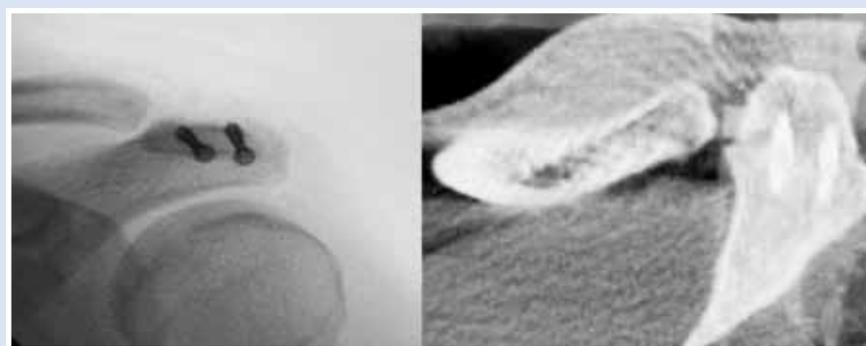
Послеоперационная рентгенограмма левого плечевого сустава после остеосинтеза акромиального отростка и КТ левого плечевого сустава через 6 месяцев после операции с полной консолидацией.
